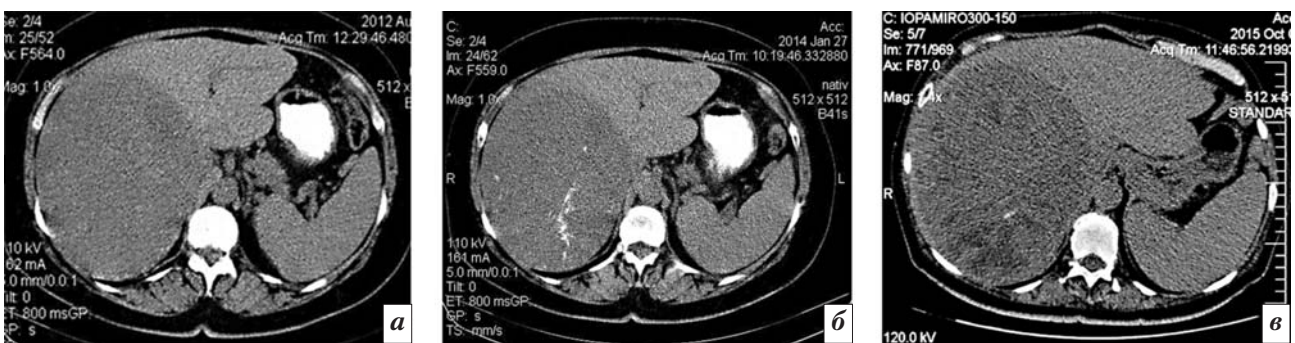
Компьютерные томограммы печени до лечения (*а*), через 15 мес (*б*) и 36 мес (*в*) после ТАХЭ
